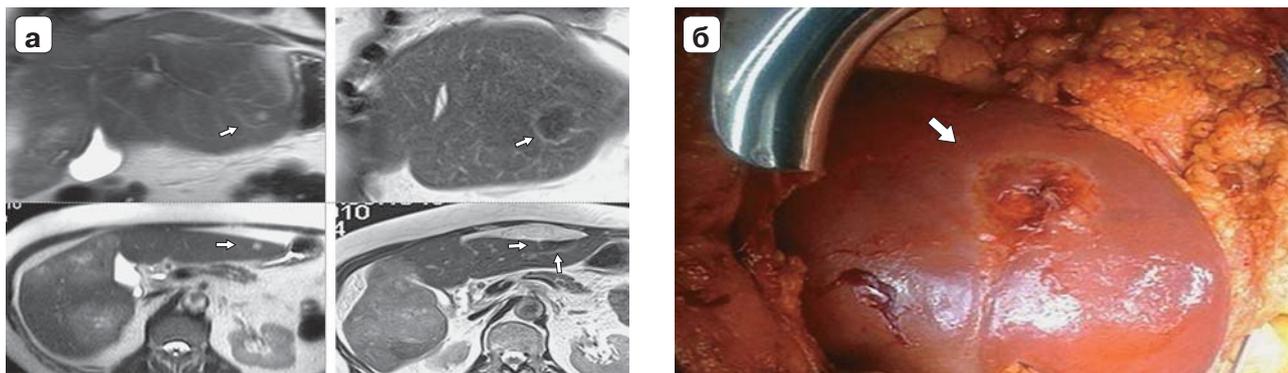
Метастазы рака сигмовидной кишки в печени: а – магнитно-резонансная томограмма, слева – до РЧА (метастаз указан стрелкой), справа – после РЧА и последующей эмболизации правой ветви воротной вены (зона некроза указана стрелкой); б – интраоперационное фото, зона гипертермической деструкции субкапсулярного метастаза через месяц после РЧА.
